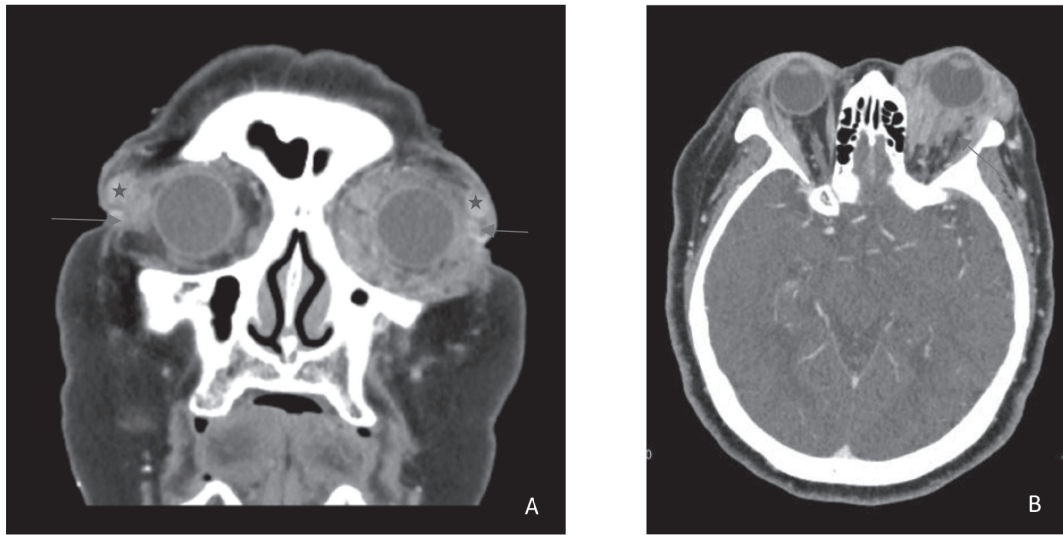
(A) Coronal enhanced CT image shows bilateral extraocular muscles enlargement, predilection for lateral rectus muscles (arrow). Note bilateral lacrimal gland enlargement (star). (B) Axial enhanced CT image shows enhancing soft tissue infiltrating post-septal space of the left orbit (arrow).
